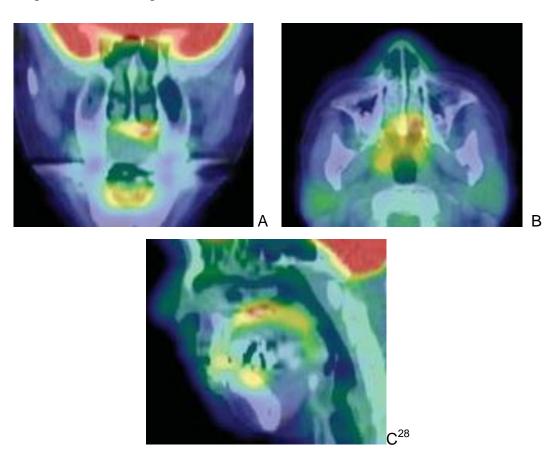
Tomografía por emisión de positrones. A, vista coronal B, vista axial C, vista sagital
